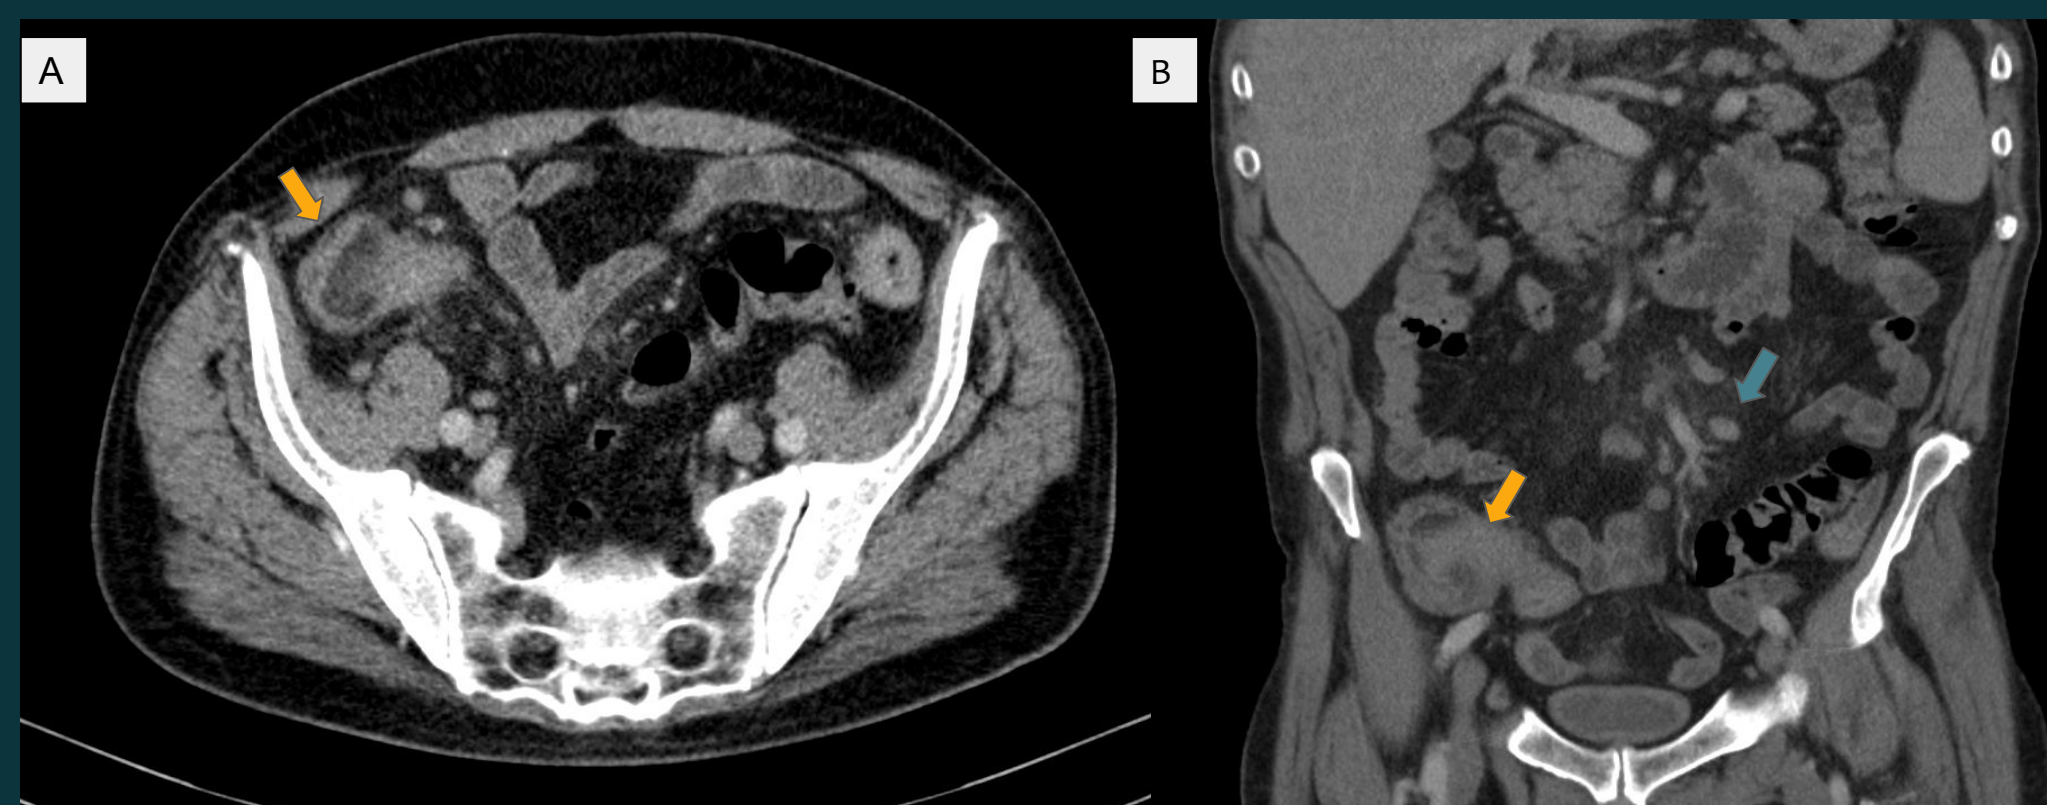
La figura A muestra corte axial y la figura B corte coronal de TC de abdomen en ventana de abdomen, en las que se visualiza engrosamiento mural del íleon distal hasta la unión ileocecal (flecha naranja), y múltiples adenomegalias locorregionales y en retroperitoneo (flecha verde).
